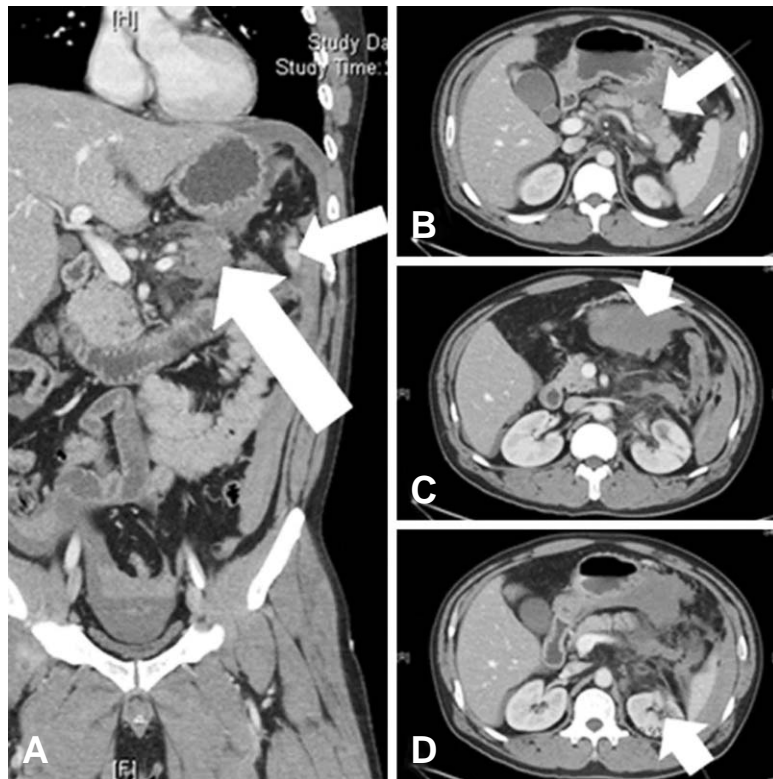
Initial abdominal CT revealed spleen and pancreas tail rupture (A & B), mesocolon injury (C), left kidney laceration of grade II (D)
